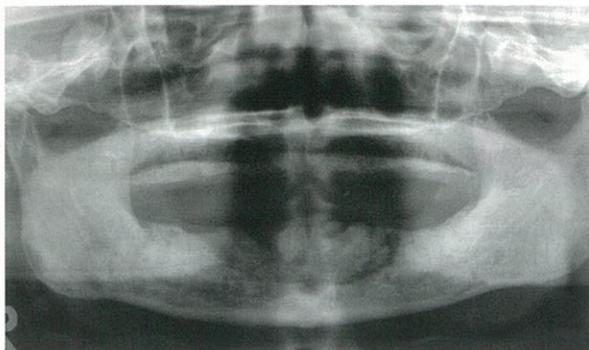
左小白歯部に感染を伴う腐骨露出を認め、第2病期の薬剤関連性頸骨壞死である（左）。X線写真で広範な骨吸收が見られる（右）。
